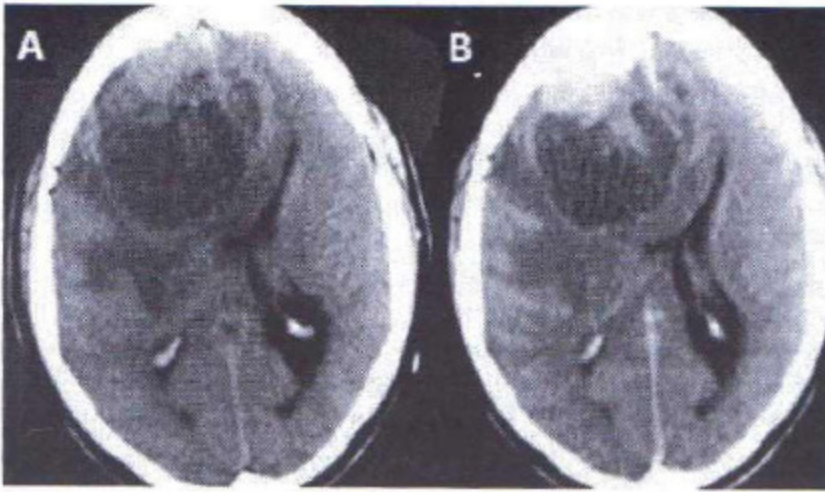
Caso 6. A-B: Tomografía de encéfalo con y sin contraste. Meningioma atípico frontal derecho.
